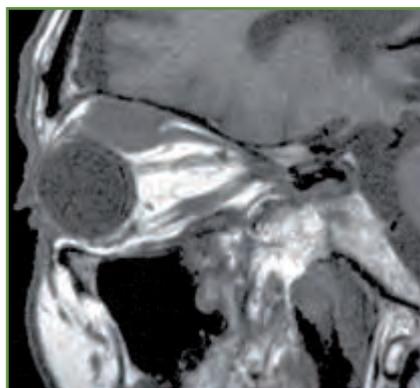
Métastase orbitaire d'un cancer pulmonaire (localisation au droit supérieur en coupe sagittale T2 sur l'IRM) révélée par un ptosis et une hypotropie.
